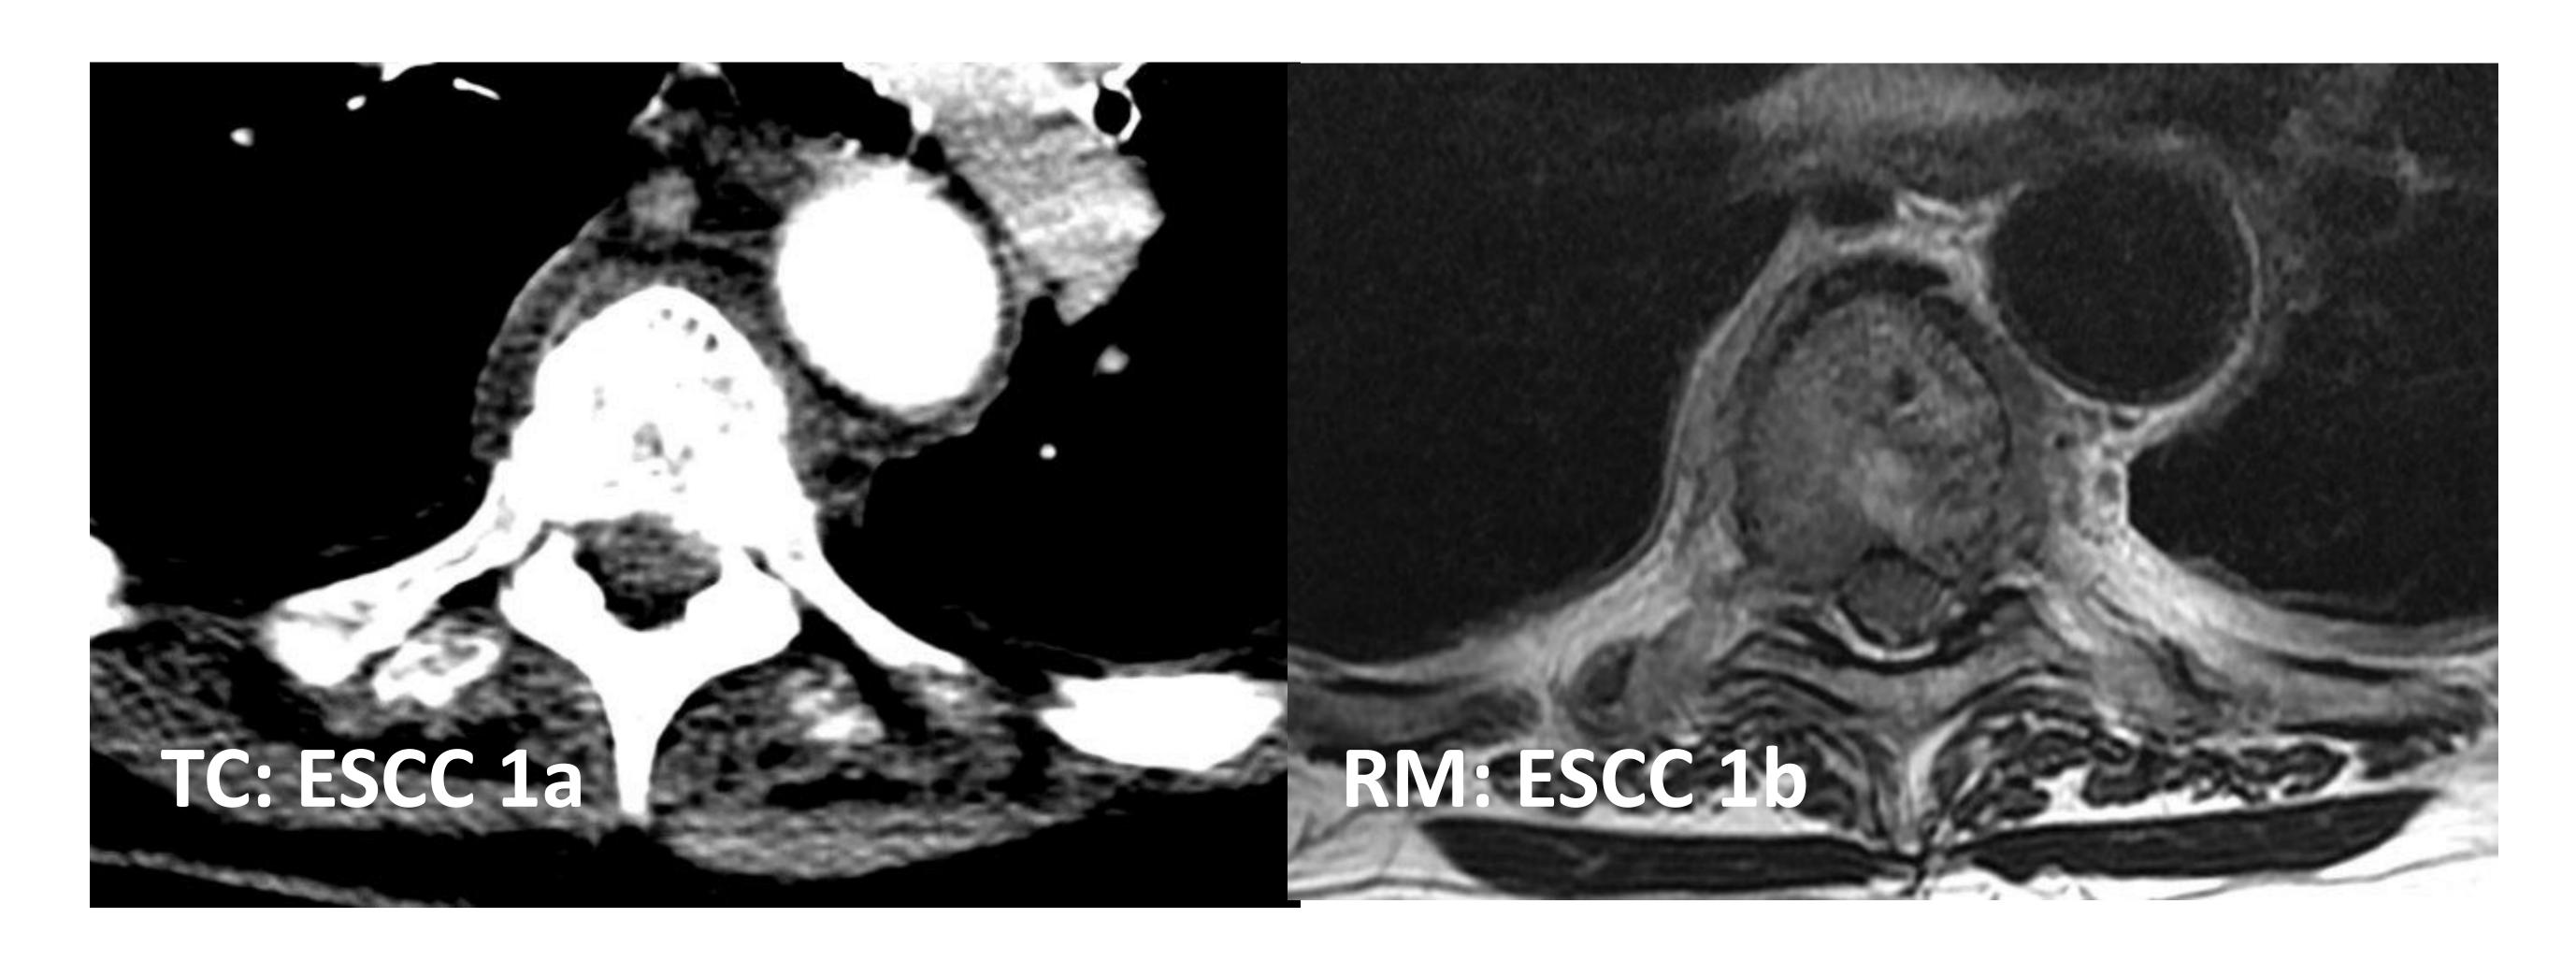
<u>Paciente 2</u>: los resultados de TC y RM no concuerdan: El TC ha infraestimado la lesión, sin embargo, concuerdan en cuanto a grupo (ESCC 1), sin concordar en cuanto al subgrupo (1a,b,c); SINS 13 (Inestable)
